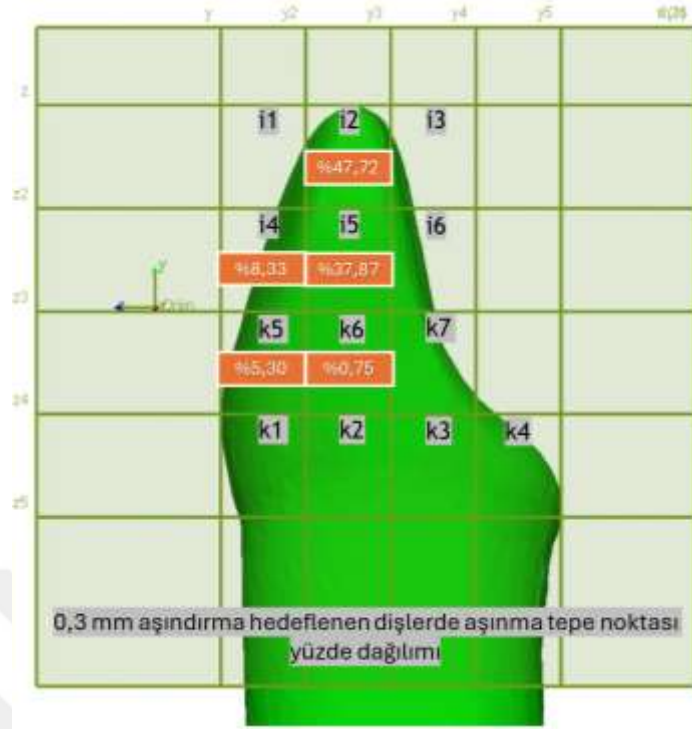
7: Hedeflenen Aşındırma Miktarına Göre Aşınma Tepe Bölgelerinin Sayısal Grafisi.
